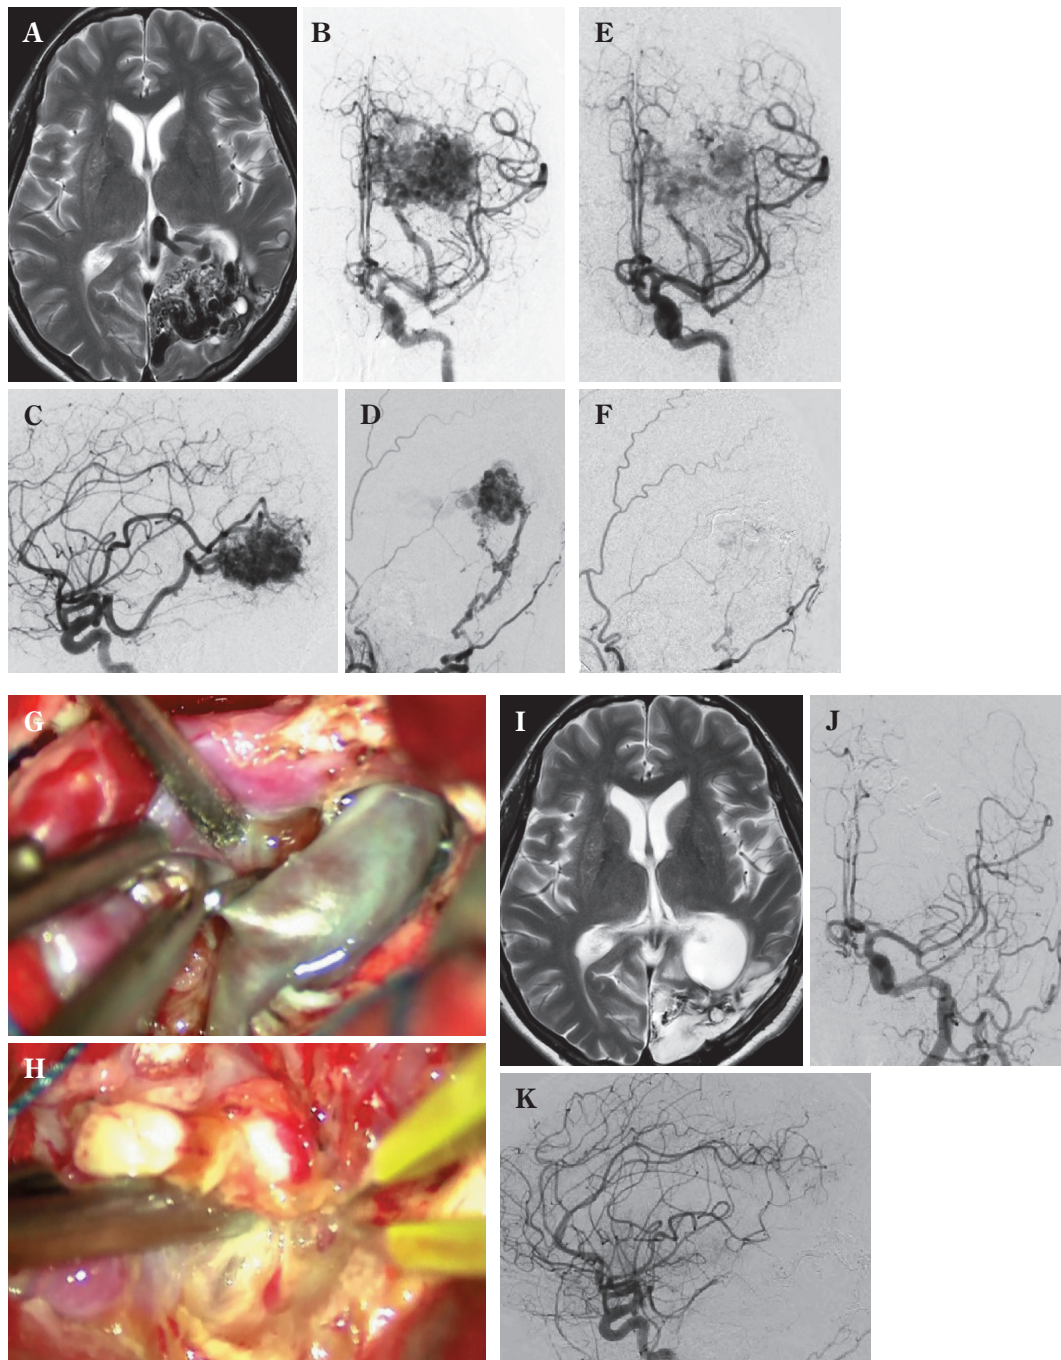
A : Preoperative T2-weighted MR image showing the localization of the AVM.
